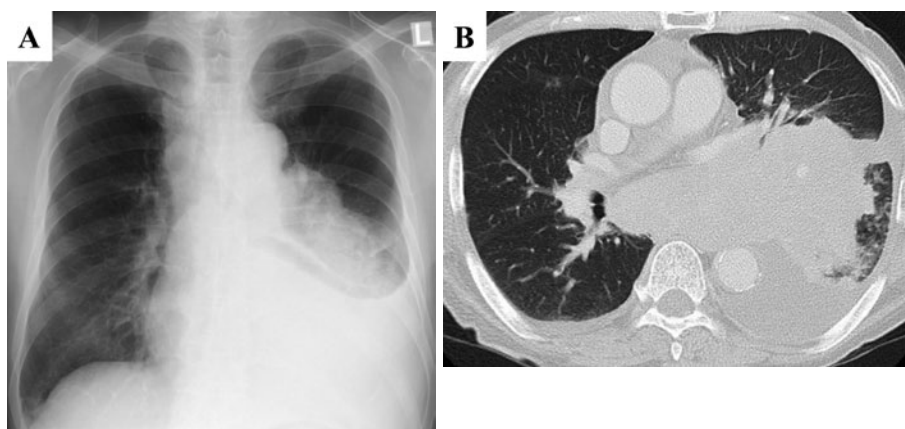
(A) Chest radiograph obtained on admission revealed an ill-defined mass in the middle and lower fields of the left lung, and the left costophrenic angle was dull. (B) Chest CT revealed a mass in the left lower lobe and left pleural effusion.
